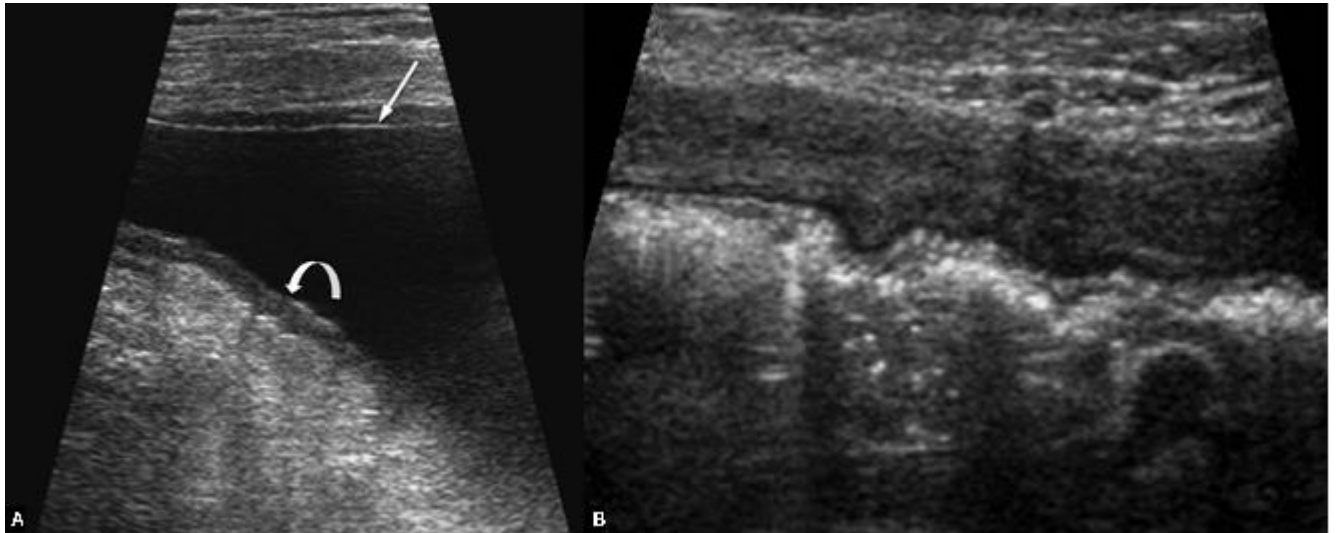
une échographie montrant un épaissement du péritoine pariétal antérieur en présence (A) et en l'absence d'ascite (B) [113].
